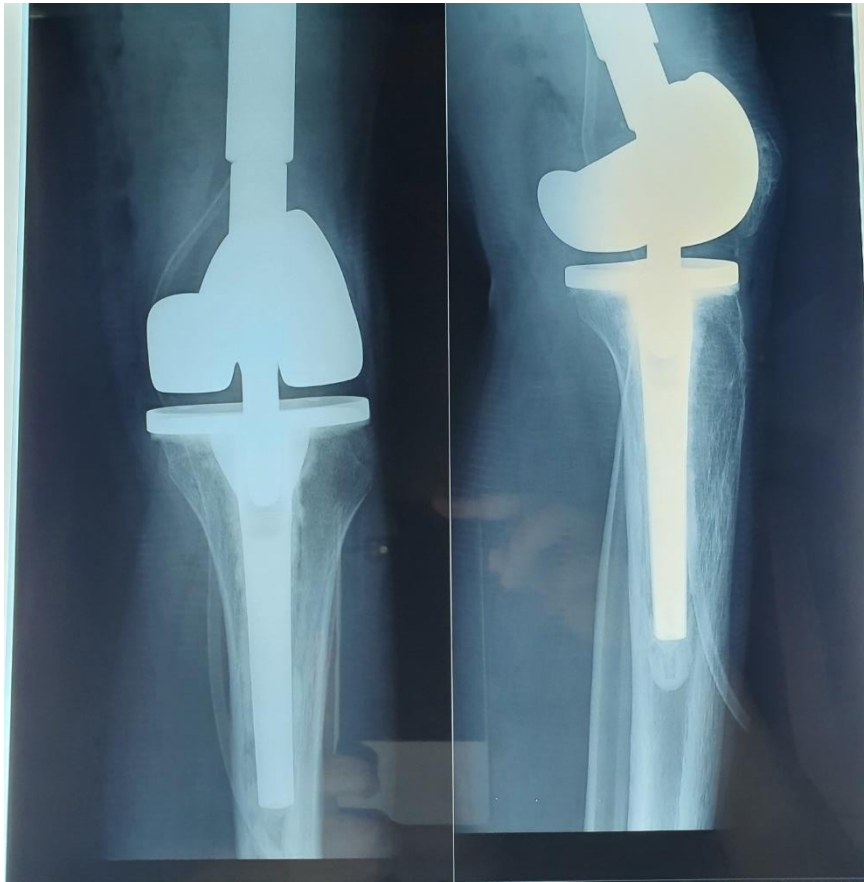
Radiographie post-opératoire chez le même patient.
